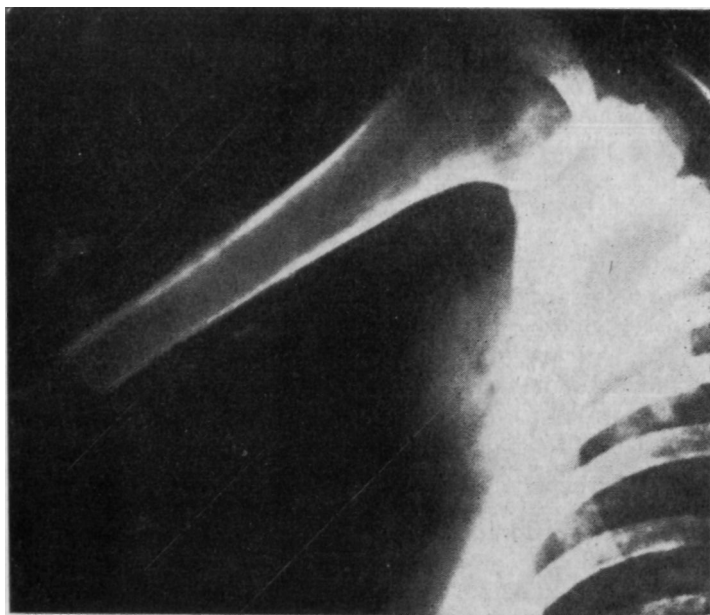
Рентгенограмма верхнего отдела плечевой кости (та же больная, что на рис. 9.21).
